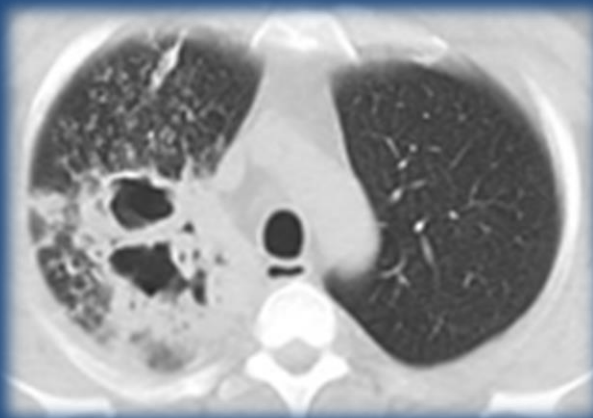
TBC post-primaria. TC de tórax corte axial que muestra cavitaciones a nivel apical derecho, asociado a consolidación y opacidad en vidrio esmerilado.
